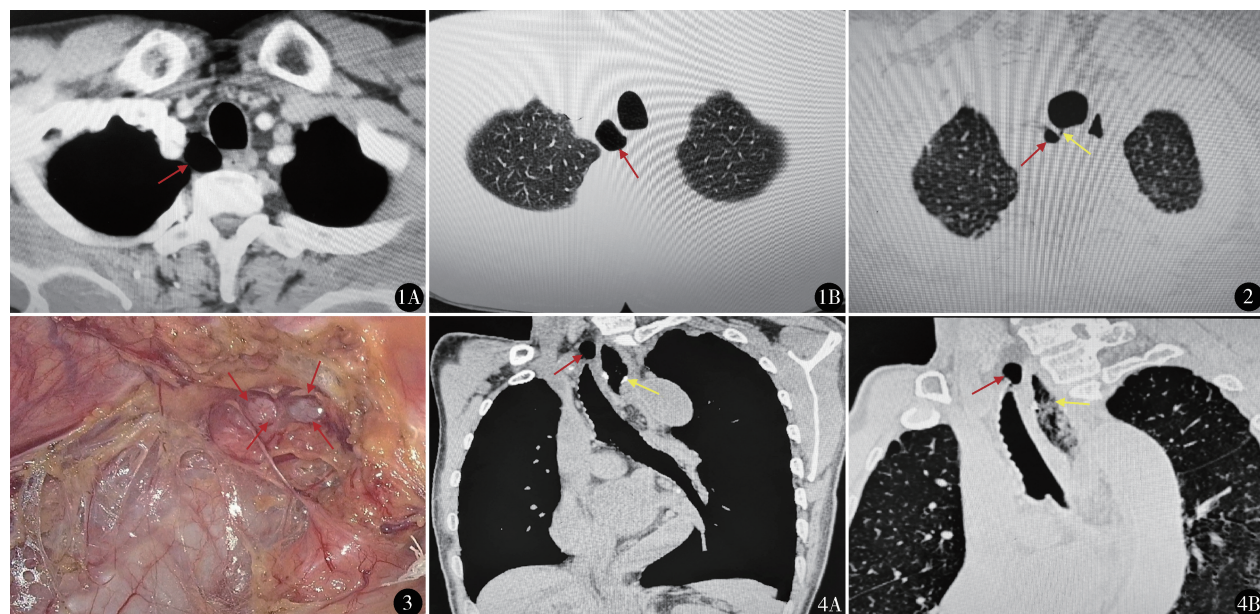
胸部 CT 示胸廓入口气管右后侧壁 TD A. 纵隔窗; B. 肺窗 图 2 胸部 CT 示 TD (红色箭头) 与气管壁相连, 可见裂隙样缺损 (黄色箭头) 图 3 胸腔镜下清扫右喉返旁淋巴结, 显露气管右后侧壁 TD 图 4 胸部三维 CT 示胸腔镜三切口食管根治术后 1 个月 TD (红色箭头)、气管、食管、胸腔胃、吻合口 (黄色箭头) 的位置 A. 纵隔窗; B. 肺窗
